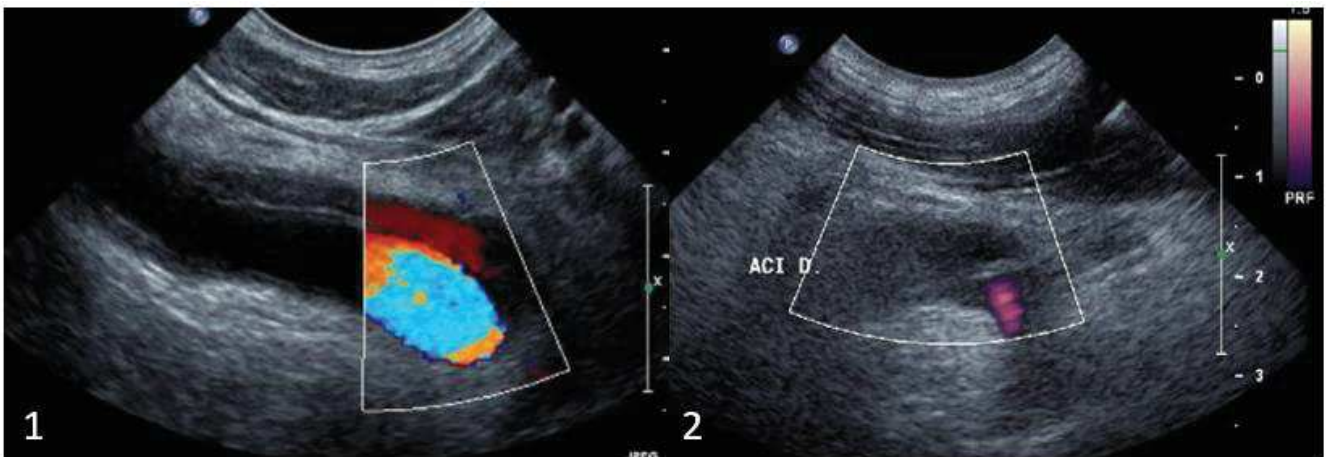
ETSA avec doppler: double chenal de la CIG (1) et image de flap intimal de la CID
